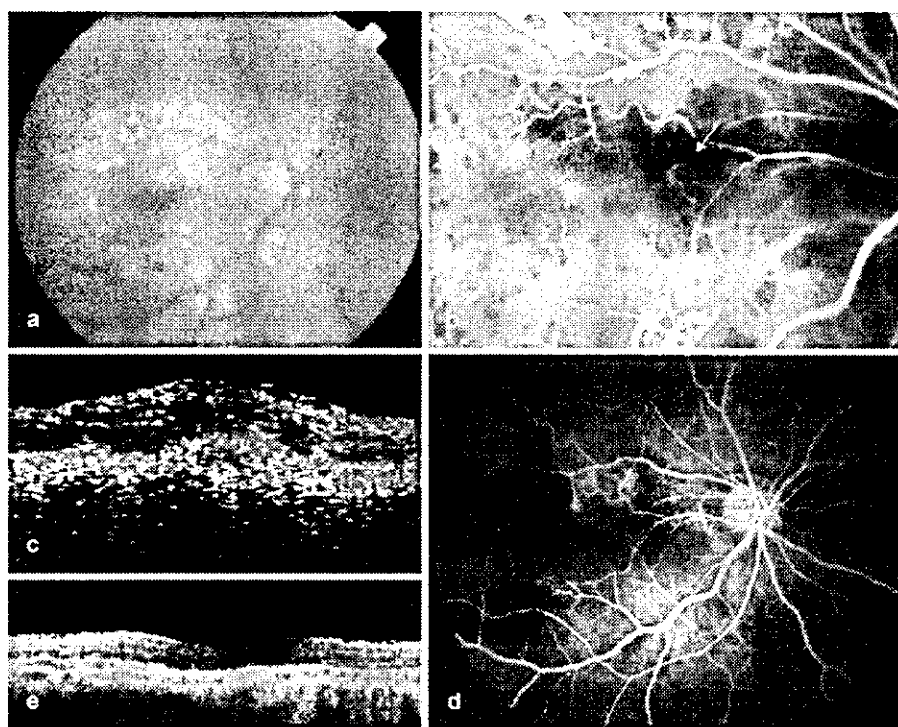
a–e Case 1: an 82-year-old man with stage II RAP plus RPE detachment (preoperative visual acuity 0.2). a Before surgery, many soft drusen are seen in the macular region and a white subretinal lesion in the retina is accompanied by superficial retinal bleeding. b Indocyanine green angiography demonstrates one afferent retinal artery (*white arrow*) to and one efferent retinal vein (*black arrow*) from the perifoveal neovascularization 0.2 disc diameter in size. A hypofluorescent area 1.2 disc diameters in size corresponds to the RPE detachment. c On preoperative optical coherence tomography, a vertical cross section shows a hyperreflective subretinal area indicating neovascularization, and localized detachment of the RPE. d Fluorescein angiography 6 months after surgery shows defects of the RPE (2.1 disc diameters in size) and choriocapillaris. e On optical coherence tomography 6 months after surgery, a vertical cross section shows a slightly thinned sensory retina (postoperative final visual acuity 0.2)
